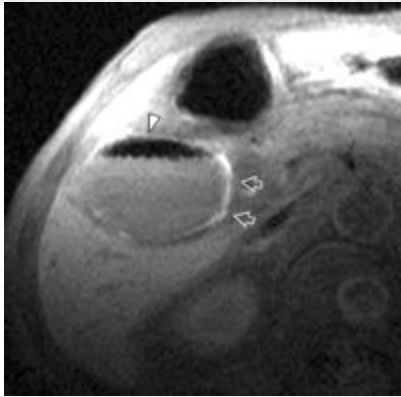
colecistitis enfisematosa en un hombre de 62 años de edad con dolor en hipocondrio derecho y fiebre alta seguida de síntomas de shock. La RM se realizó para buscar la causa del gas en el lumen vesicular visto en EE.UU. y CT. (a)Imagen coronal fuertemente potenciada en T2 muestra numerosas burbujas de vacío de señal (puntas de flecha) en el lumen de la vesícula biliar distendida y el conducto biliar común . (b) axial con supresión grasa imagen ponderada en T2 muestra que las burbujas de gas (puntas de flecha) forman una capa superior en las partes que dependen de la vesícula biliar y el conducto cístico, la bilis purulenta (\*) como un lodo formando una capa de relativamente baja intensidad de la señal. Observe la pared vesicular gruesa con un enfoque hiperintensa (flechas abiertas), un aspecto que sugiere un absceso intramural. También se ve fluido pericolecística (flechas sólidas). (c) axial con supresión grasa imagen ponderada en T1 muestra hallazgos similares de gas (punta de flecha) y una pared de la vesícula biliar grueso inflamado. La pared de la vesícula biliar medial tiene muy alta intensidad de señal (flechas), una sugerente hallazgo de hemorragia intramural o necrosis hemorrágica.
